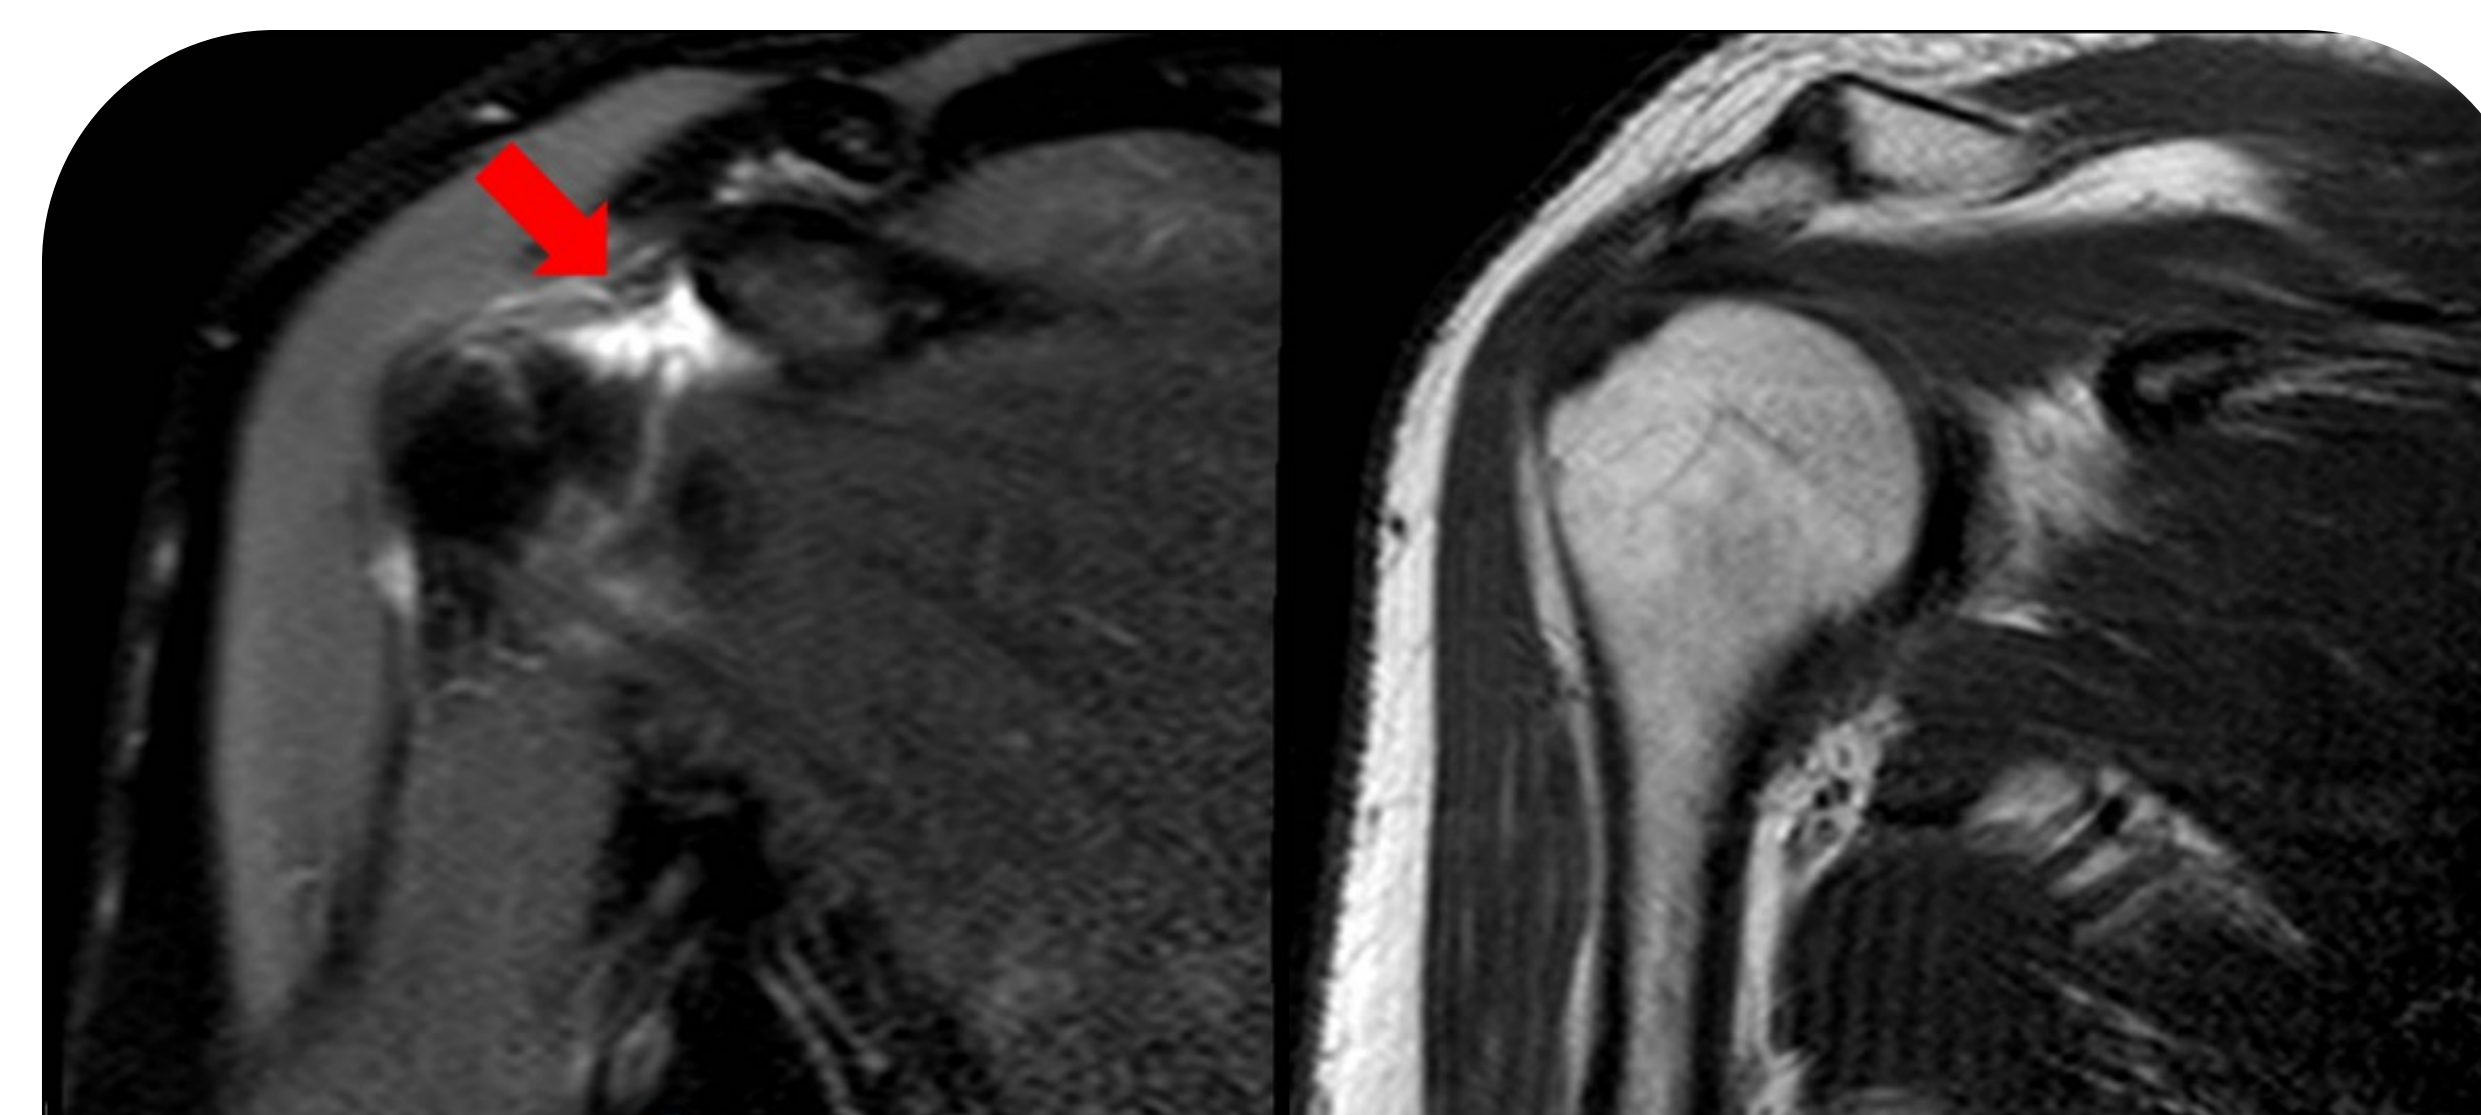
Resonancia magnética hombro derecho: hiperintensidad sobre intervalo rotador a nivel del tendón de la porción larga del bíceps y unión labro-bicipital secundarios a inflamación. Engrosamiento en receso axilar y de cápsula articular.
